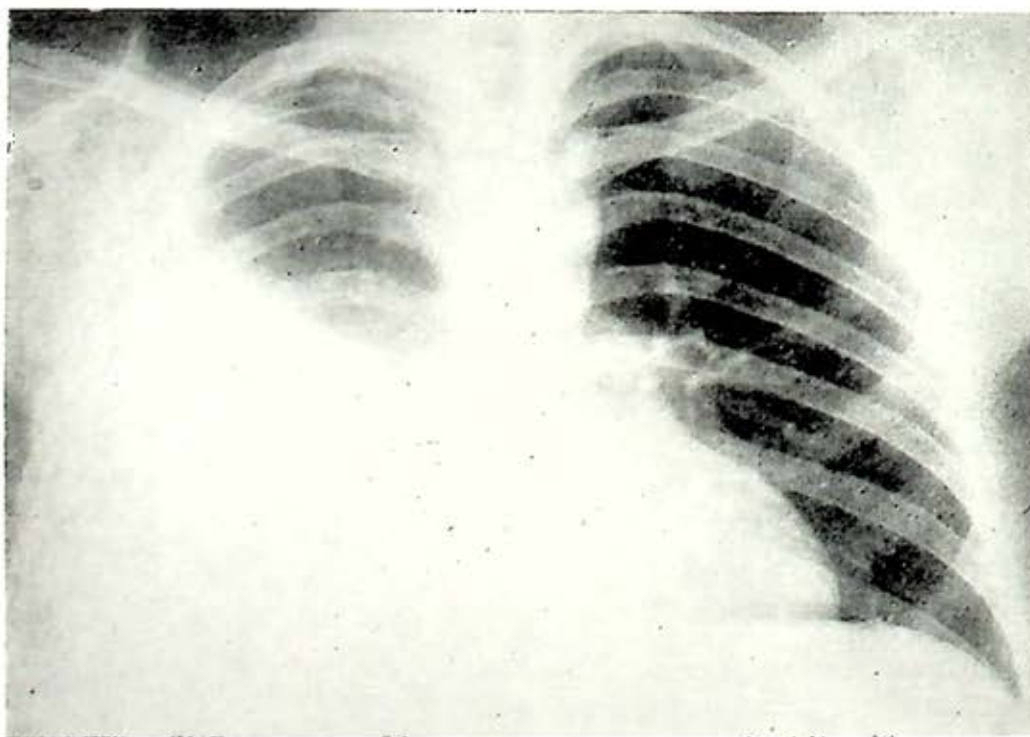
Radiografía posteroanterior de tórax en un enfermo con absceso hepático amibiano, que produce derrame pleural por contigüidad, y desplazamiento a la izquierda del corazón.
